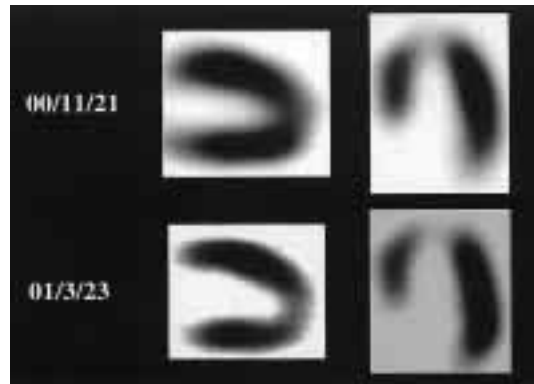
$^{99\text{m}}\text{Tc}$ -tetrofosmin myocardial SPECT images revealed slightly decreased uptake in the apex, and showed no marked change during the clinical course.
